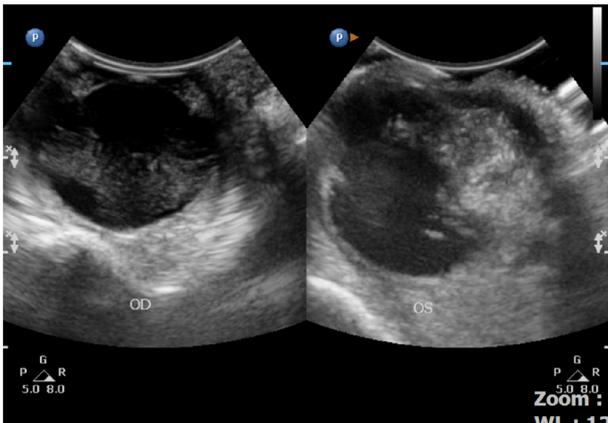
Representative ultrasonographic figures in a 14-year old Yorkshire terrier. Left: Multiple echogenic foci were observed in vitreous of the right eye (Asteroid hyalosis). Right: An amorphous large mass protruding from the region of the optic disc into the vitreous was seen in the left eye, having a mixed echogenicity with multiple internal echogenic foci. There was no obvious mass in retrobulbar space of the left eye.
